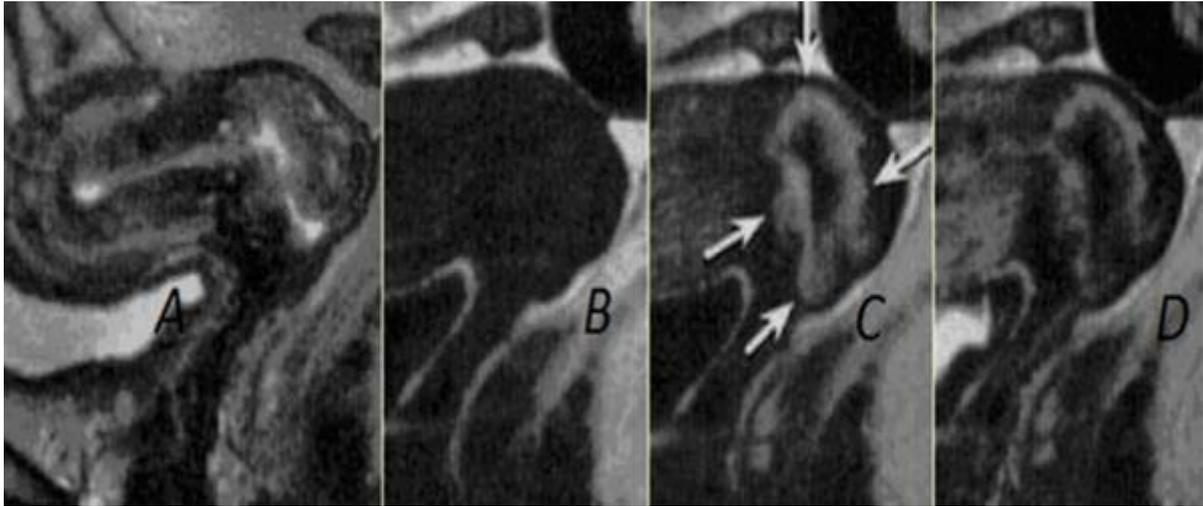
IRM coupe A) Sagittal T2, B) Sagittal T1 Sagittal, C, D) dyn T1 gado : début et fin lésion cervicale en hypersignal T2 modéré hétérogène, mal limitée en regard de la lèvre antérieure, en isosignal T1, se rehaussant intensément et précocement en périphérie sur les premières séquences dynamiques après injection, avec une zone centrale en hypersignal T2 franc, non rehaussée, nécrotique. Sur les dernières acquisitions dynamiques, il existe un début de « lavage » avec une lésion devenant progressivement plus hypointense. [86].
